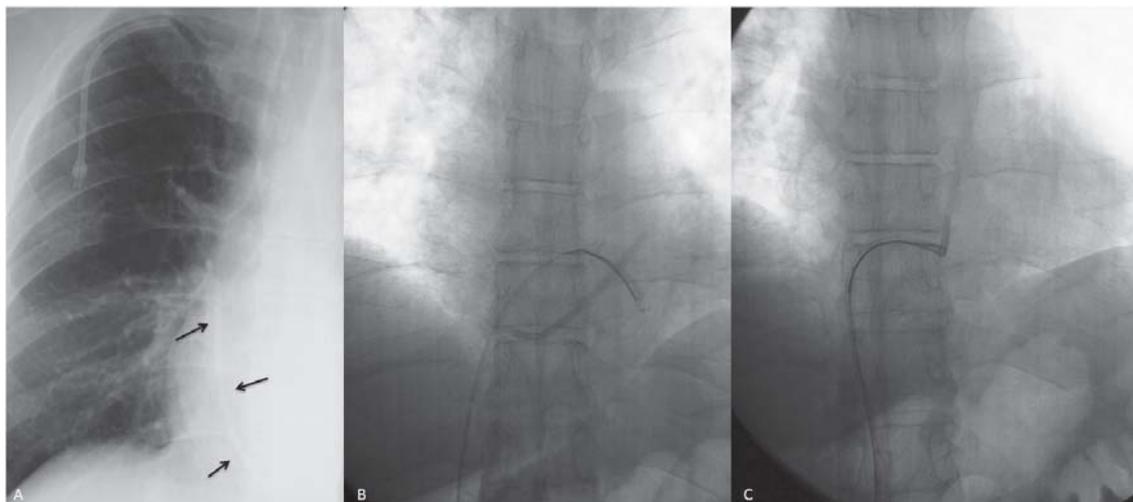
A: Radiografia simples do tórax demonstrando fragmento de cateter dentro do ventrículo direito. B: Cateter totalmente dentro do ventrículo direito. Posição desfavorável para captura. C: Captura do cateter com laço, previamente mobilizado para o tronco da artéria pulmonar
